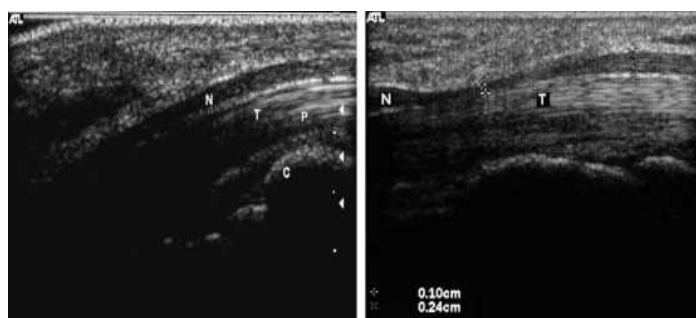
Vista sagital do nervo mediano ao nível do túnel cárpico. Esquerda – Nervo mediano normal. Direita – Estreitamento do nervo mediano ao atravessar o ligamento transversal cárpico. Diagnóstico inequívoco de STC⁽¹⁾. In: Walker, F O et al. *Ultrasound of nerve and muscle. Clinical Neurophysiology*. 2003, Vols. 115: 495-507.
